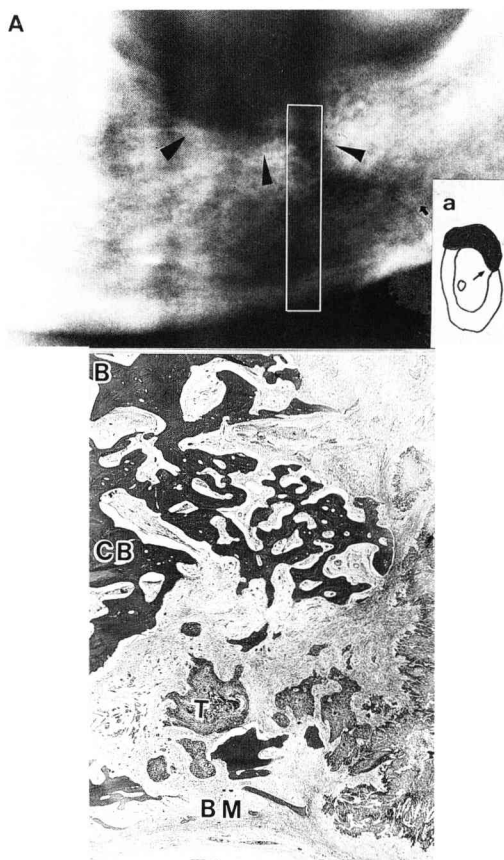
A : Radiograph showing an invasive bone resorption.
